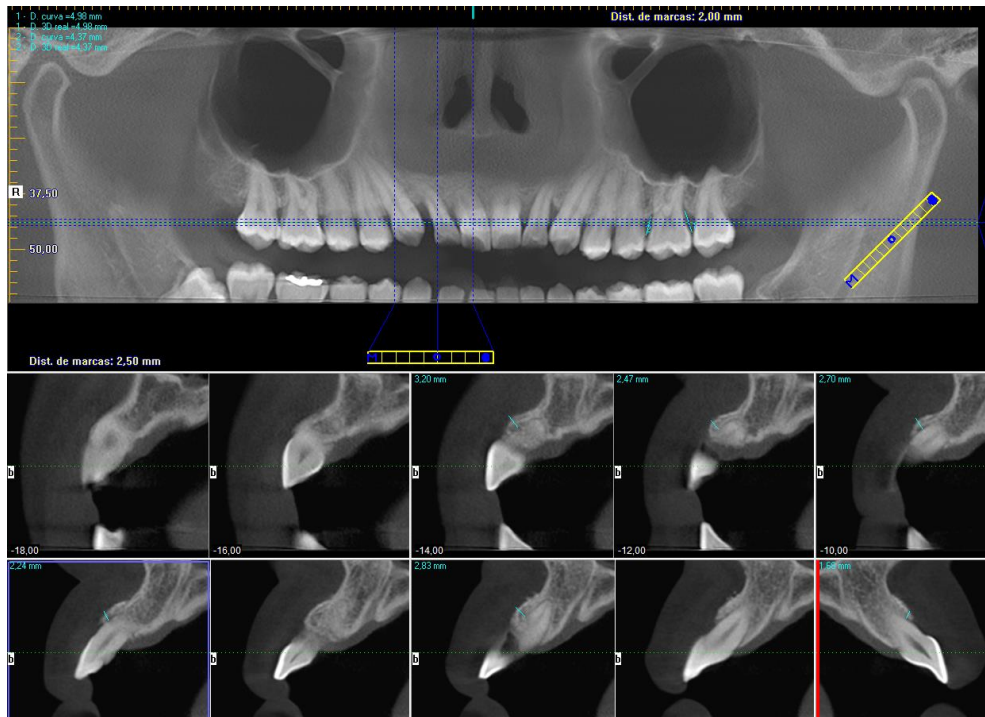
Tomografía computarizada 6 meses posterior a la Regeneración Tisular Guiada. Caso 1. Observese aumento del grosor de la tabla ósea vestibular en incisivos centrales y laterales superiores.
